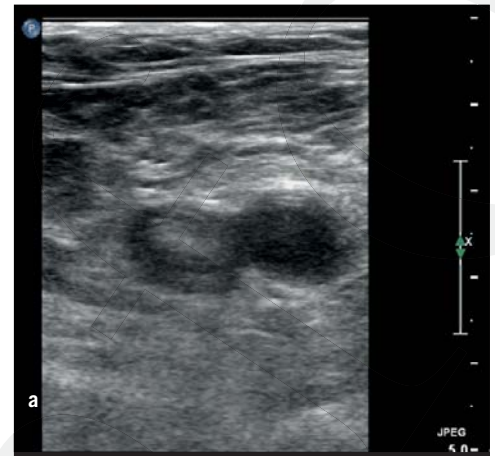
+b: Tiefe Beinvenenthrombose Kompressionssonographie V. femoralis communis links (1a) Oberflächliche Venenthrombose der V. saphena magna in tiefes Venensystem hineinragend (1b)
